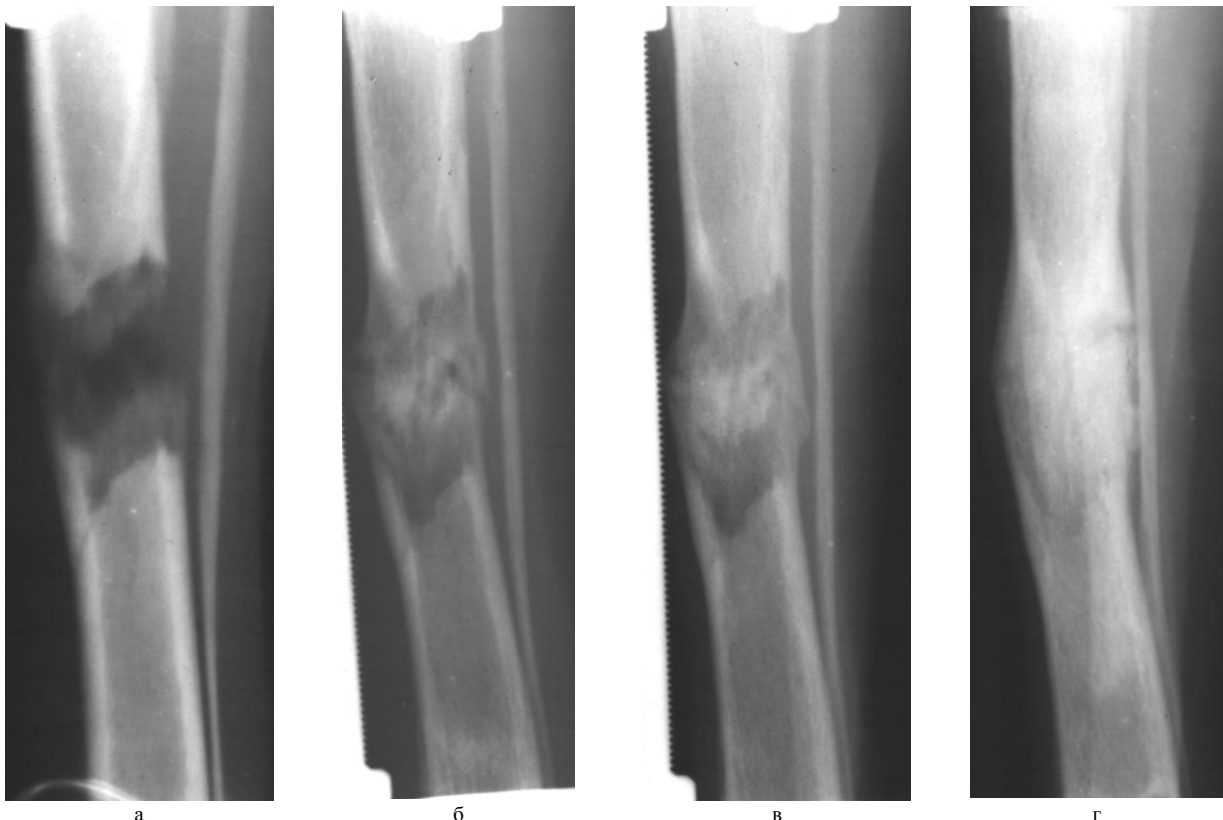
Рентгенологическая динамика созревания дистракционного регенерата на этапах удлинения костей голени
